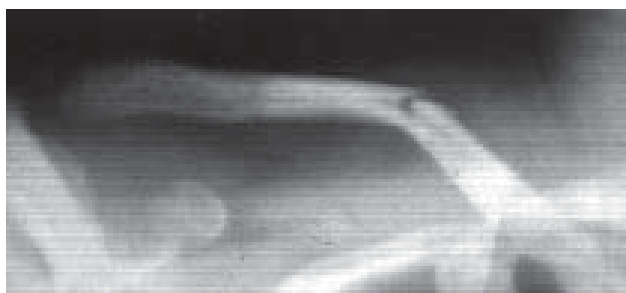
Fractură în lemn verde. Radiografie claviculă dreaptă AP.
